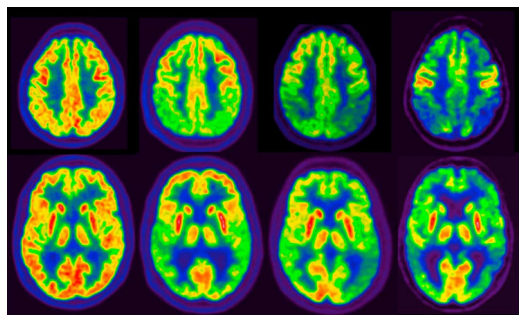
PET-CT cerebrale
